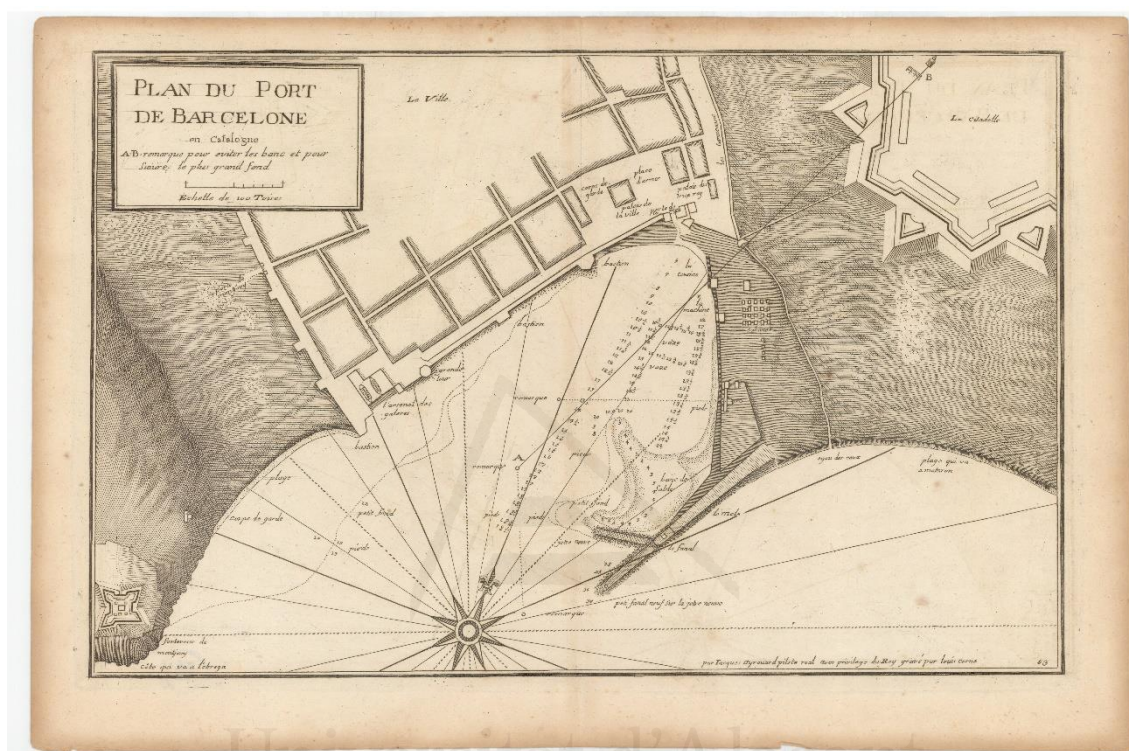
Plano del puerto de Barcelona en 1732. Jaques Ayrouard, “Plan du Port de Barcelone”, 1732, ICGC, RM. 184572.
